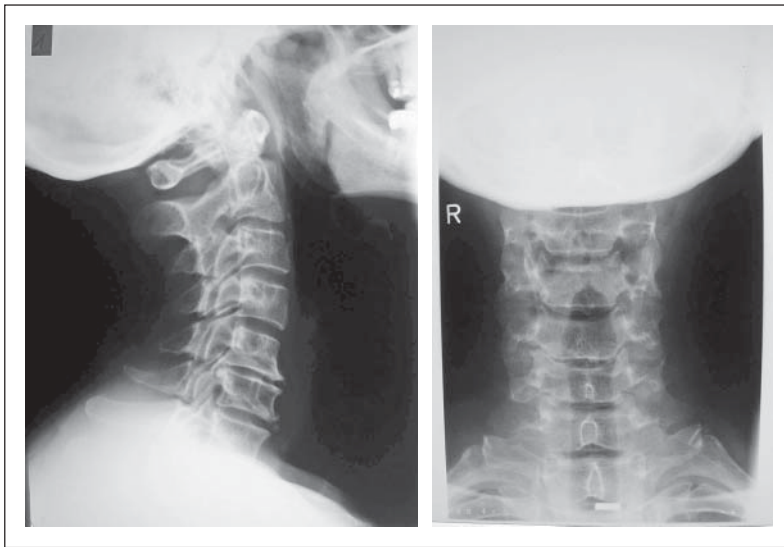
53jährige Patientin mit klinischer C6-Symptomatik mit Hypaesthesie und therapieresistenten Schmerzen links mehr als rechts. Das HWS-Röntgenbild zeigt eine Spondylose C5/6.
